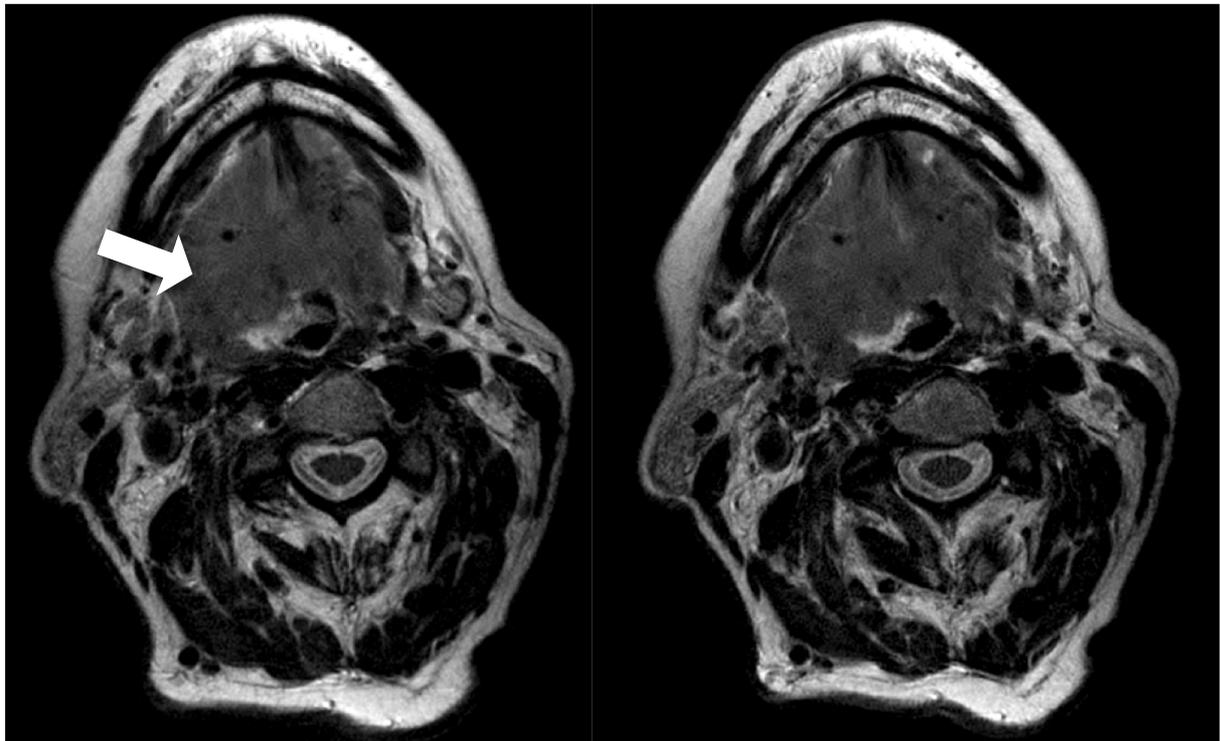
Magnetresonanztomografische Darstellung pathologischer Veränderungen von Patient Nr. 7 in axialer Schnittführung.
